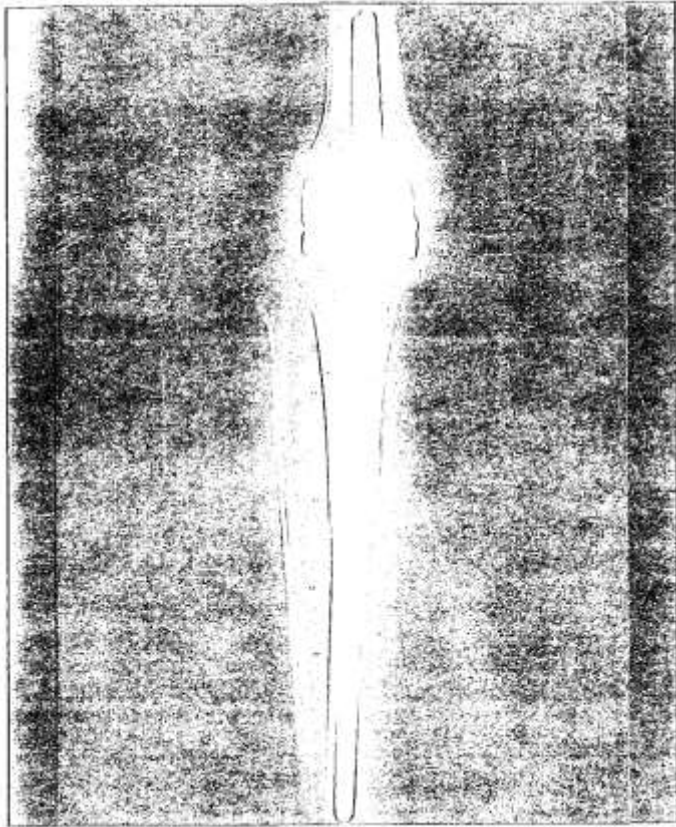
Radiografía AP de la reconstrucción que se hizo en el caso anterior con una prótesis de rodilla de vástago largo enfundada en material no biológico.
